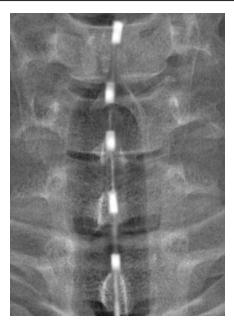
Стимулирующие электроды имплантированы на уровне C 5-Th1 позвонков (интраоперационный рентгенологический контроль)
